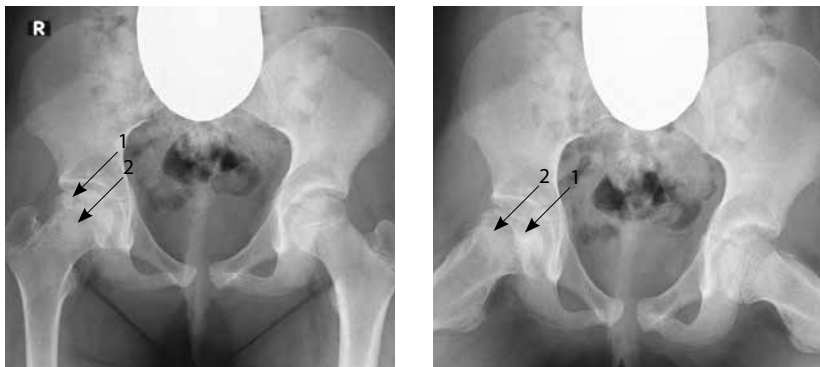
Рентгенологические признаки III стадии болезни Легга – Кальве – Пертеса; 1 – участки просветления в головке правой бедренной кости, 2 – минимальное расширение и укорочение шейки бедра
